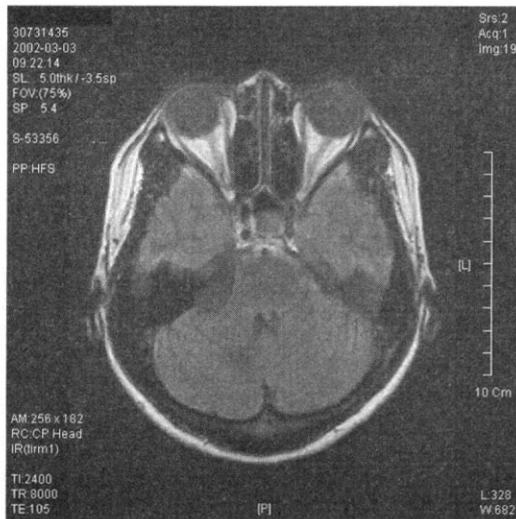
Br-MRI & Angio before Micro-vascular decompression
